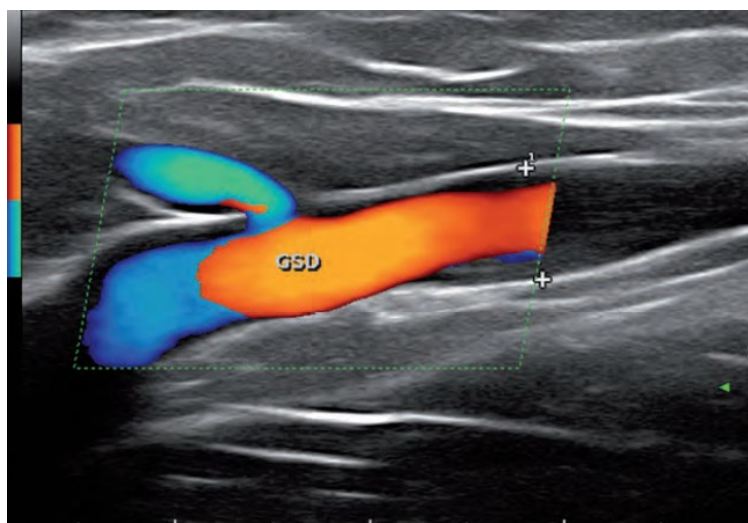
Reflux d'une collatérale sur la grande veine saphène droite au Doppler couleur (46)
